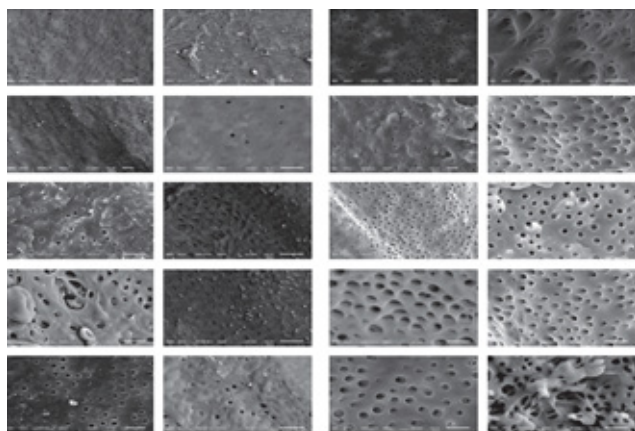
Acción del Ultrasonido en el barrillo Dentinario. PUI en todas las muestras de NaOCl se observa ausencia de barrillo dentinario mostrando limpieza y permeabilidad en túbulos dentinarios. Fuente: (Holguín et al., 2019).
